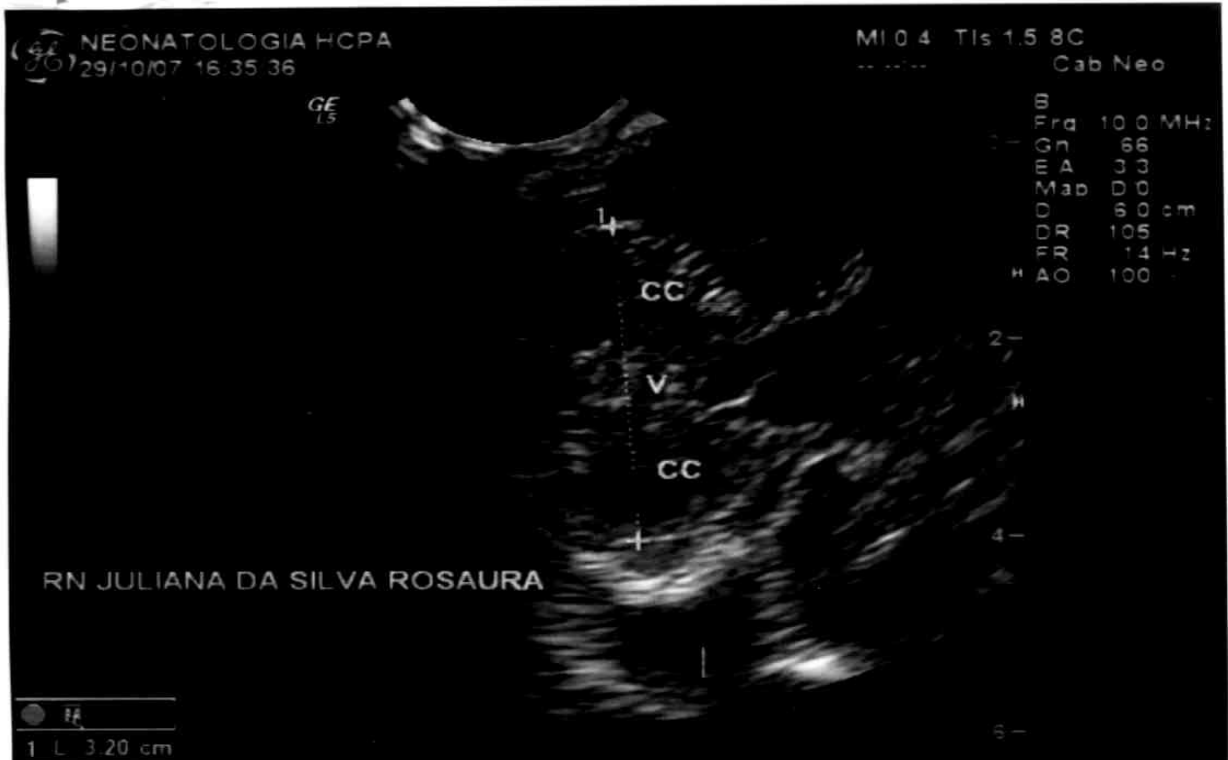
Ultrassonografia cerebelar realizada ao nascimento do RN Prematuro, mostrando o cerebelo e sendo feita a medida do diâmetro transverso cerebelar.
